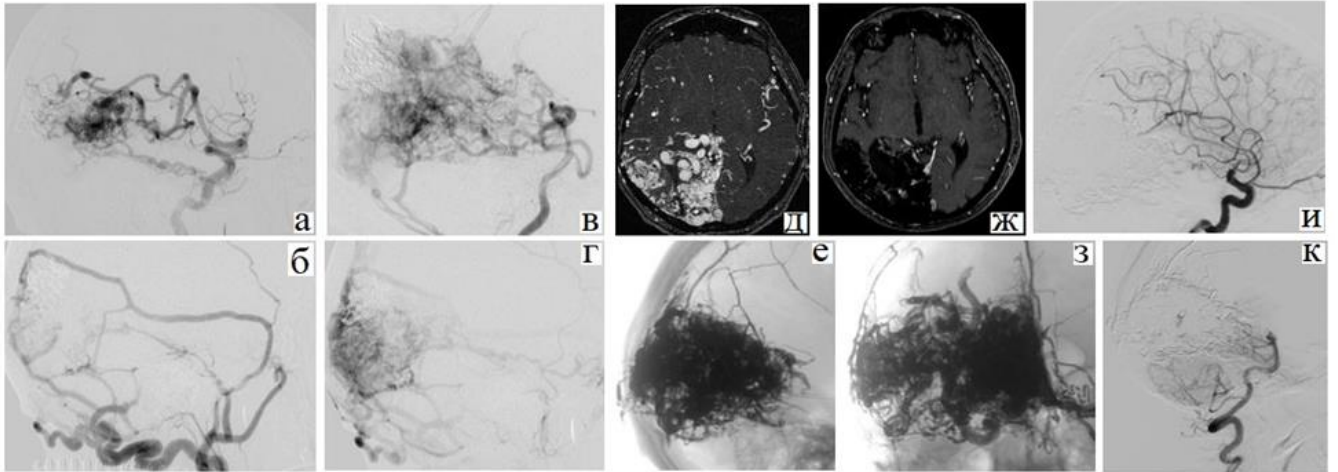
Артерио-венозная мальформация правых теменной и затылочной долей, SM V, геморрагический тип течения. а, б, – каротидные ангиограммы в начале этапного лечения; в, г – вертебро-базиллярные ангиограммы в начале этапного лечения; д, ж – МРТ головного мозга с контрастным усилением в начале и финале лечения; е, з – рентгенограммы черепа в прямой и боковой проекции с отображением слепка эмболизирующих материалов; и, к – контрольные ангиограммы в финале лечения
